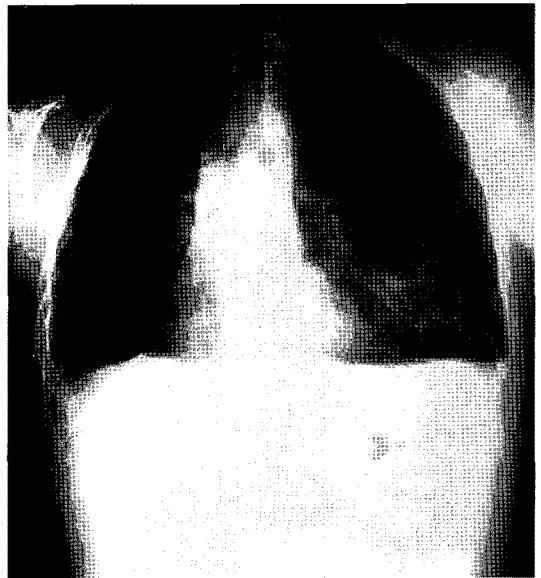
Anteroposterior chest radiograph, obtained when the patient was 11 years old. The left-sided pneumothorax was developed.
